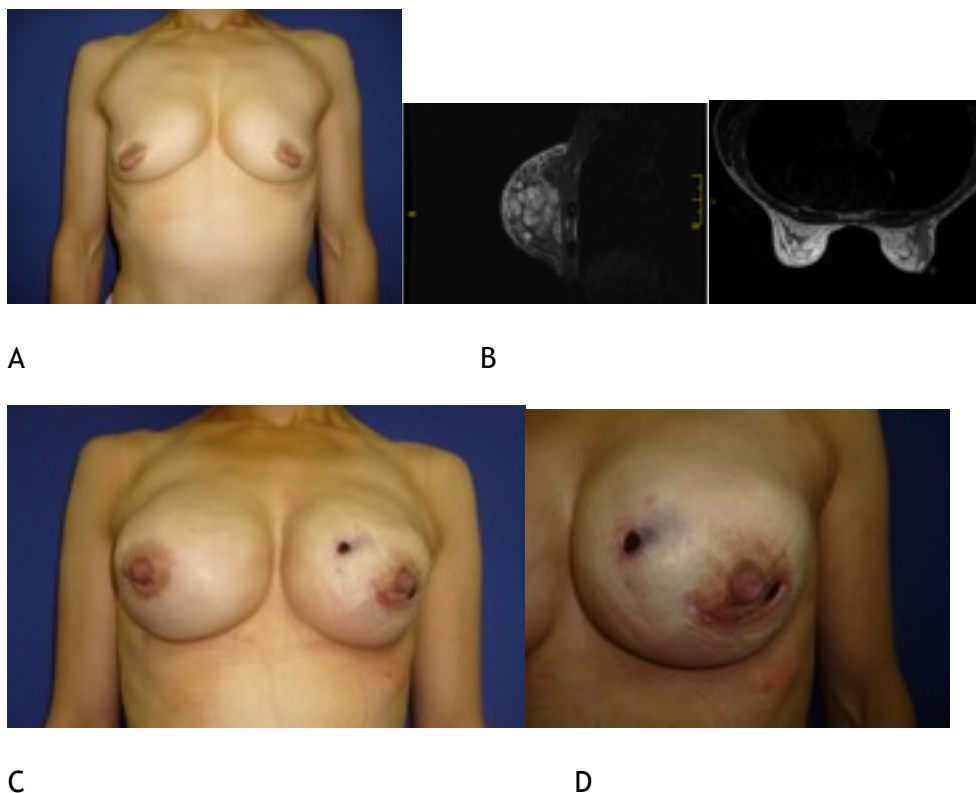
Fotografía preoperatoria que evidencia el grado de deformidad mamaria por infiltración de material alogénico. B) RM preoperatoria que evidencia infiltración de material hasta plano subfascial. C y D) Piel adelgazada, esclerótica con solución de continuidad y extrusión de prótesis mamarias en el postoperatorio.
